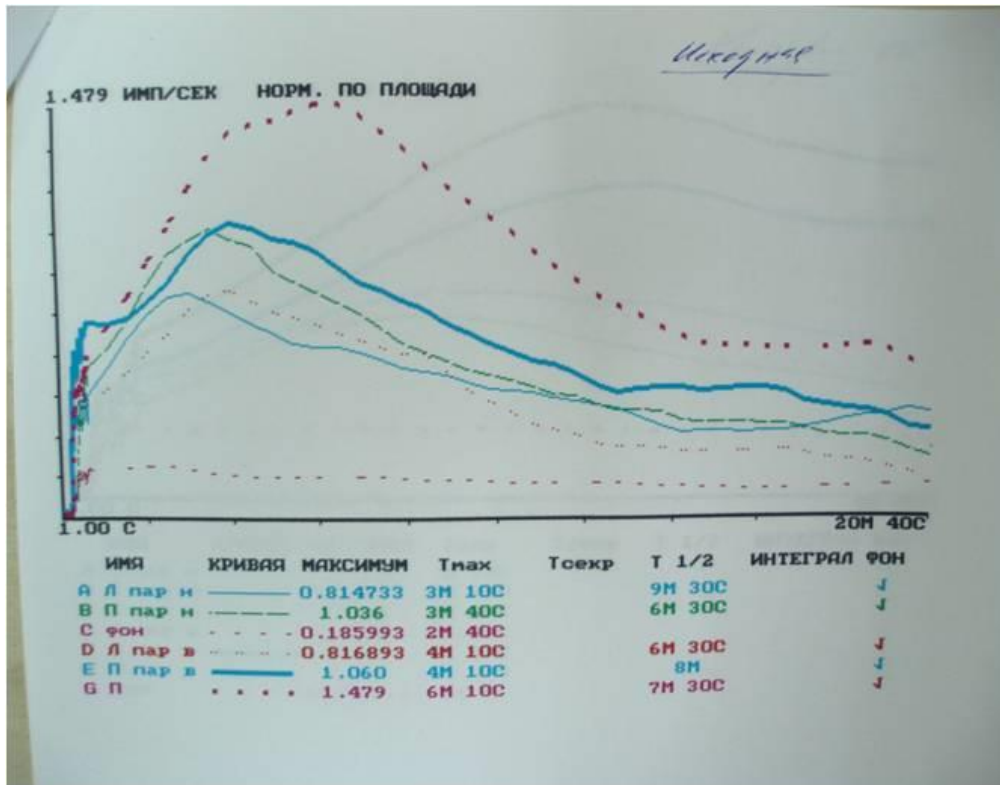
Сцинтиграфия почек. Положительная проба с каптоприлом.
